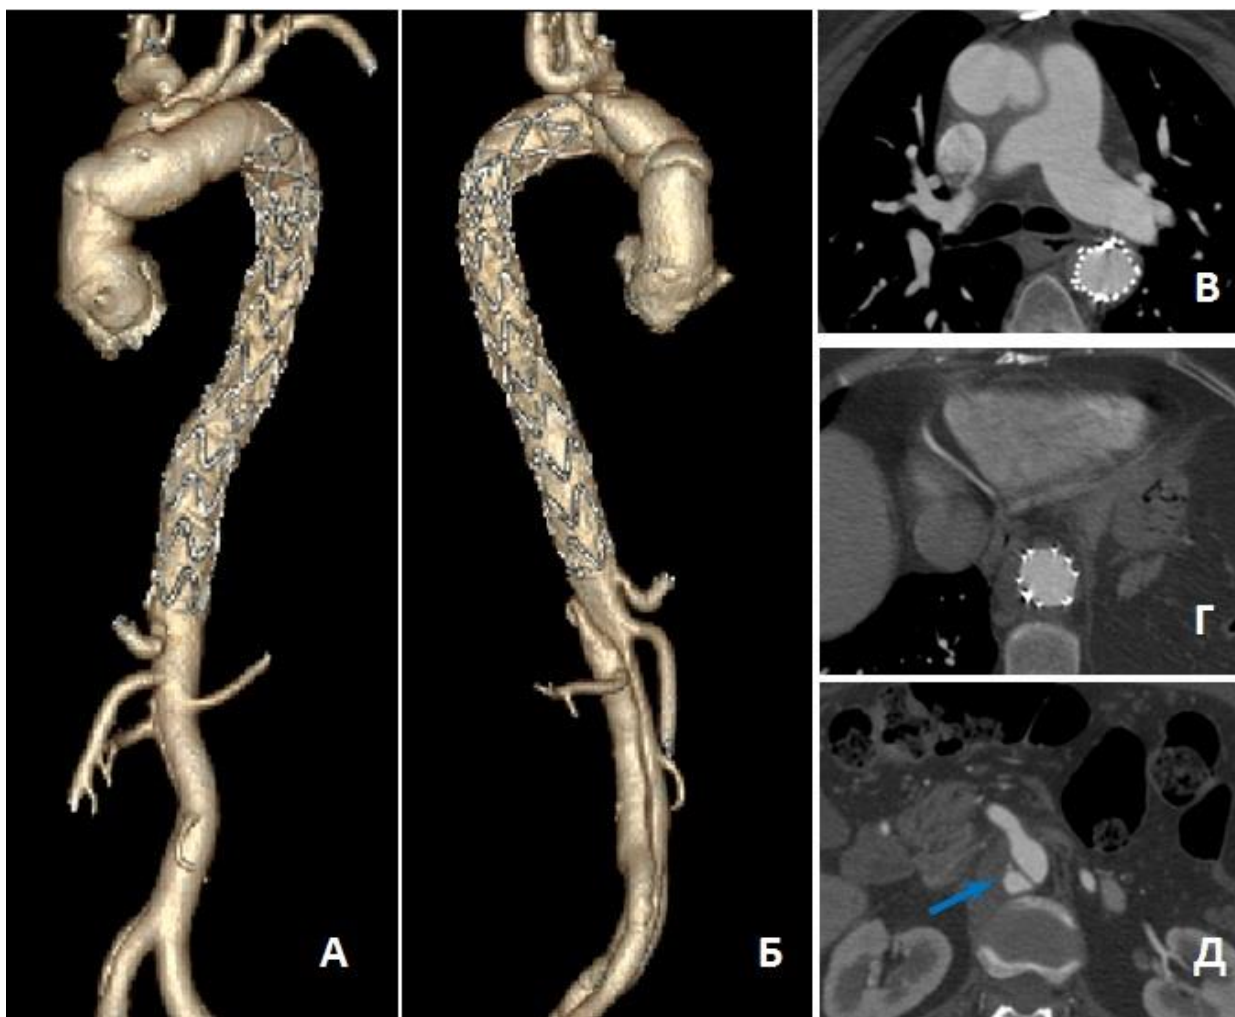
МСКТ-аортография пациентки К. Состояние после операции через 24 месяца. Тотальный тромбоз ложного канала нисходящего отдела аорты: А – трехмерная реконструкция аорты (передняя проекция); Б – трехмерная реконструкция аорты (задняя проекция); В – аксиальный срез на уровне бифуркации легочной артерии; Г – аксиальный срез на уровне края стент-графта; Д – аксиальный срез на уровне верхней брыжеечной артерии. Частичный тромбоз ложного канала (указан стрелкой)
